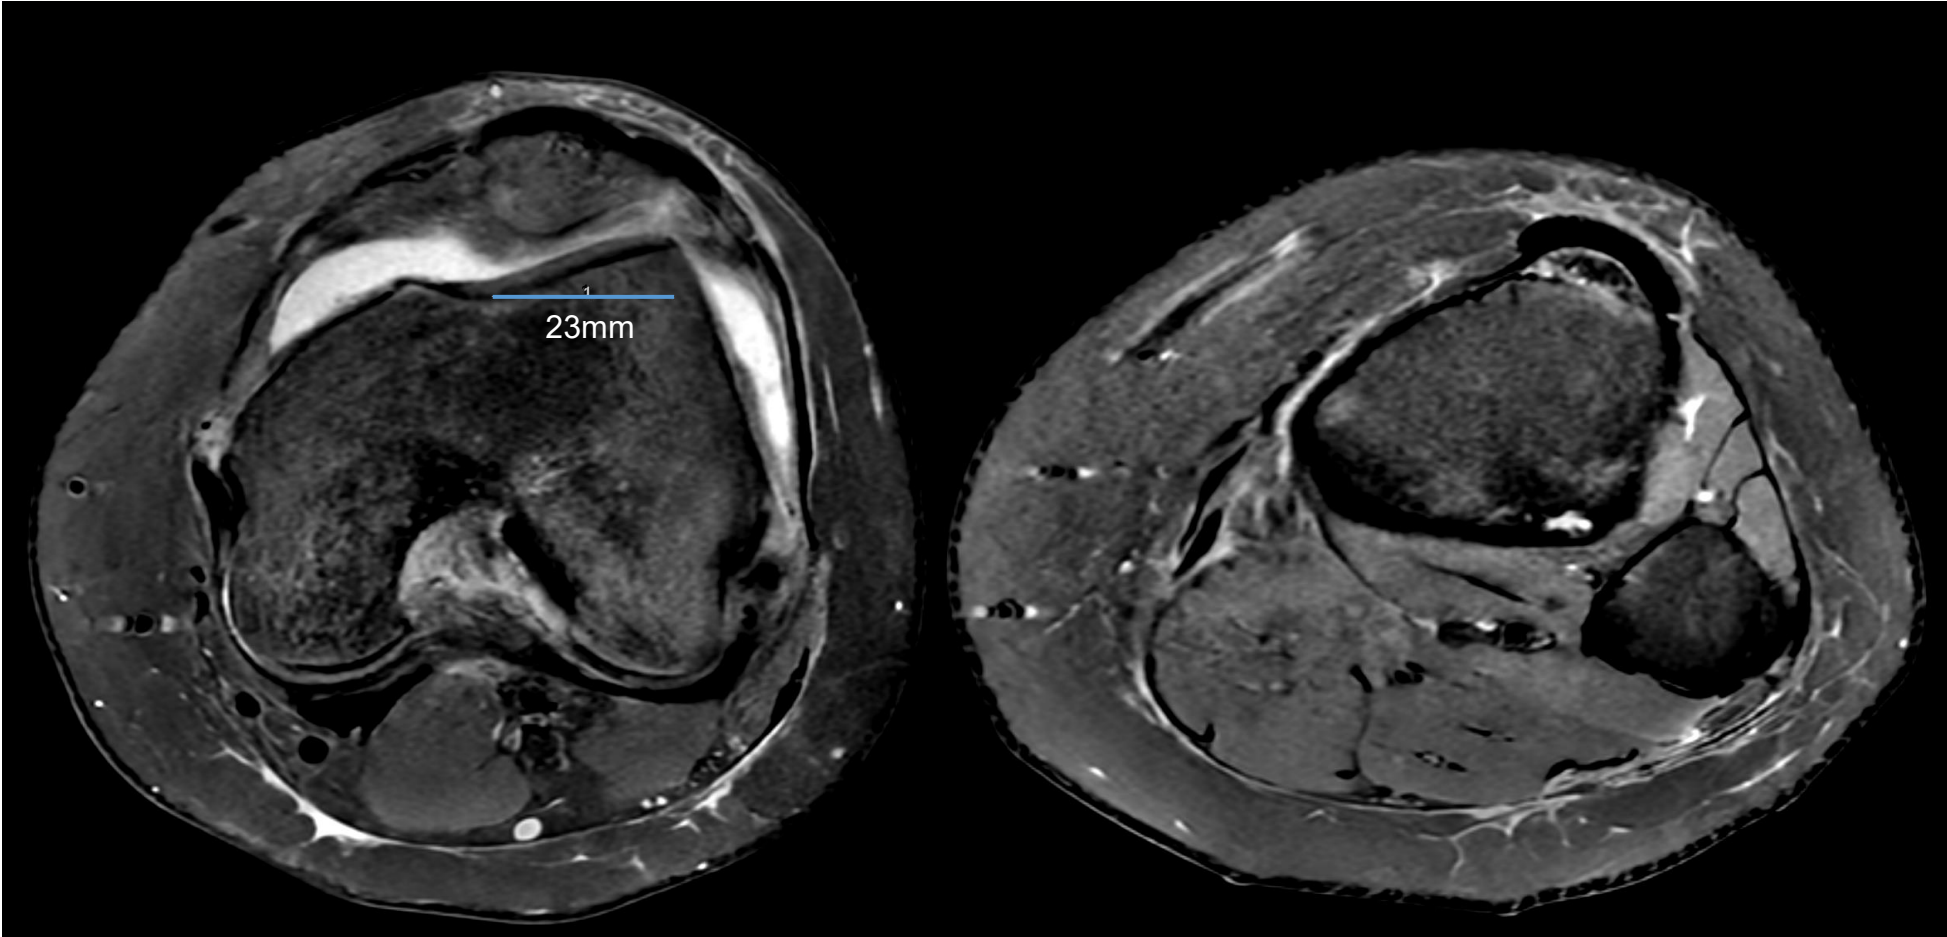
RM de rodilla, axial, secuencia T2.
